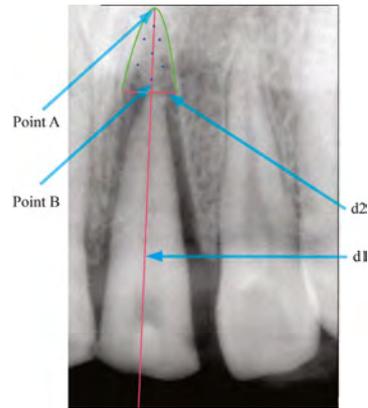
Adobe Photoshop was used to outline the periapical radiolucent area on the radiographic image obtained at T1 (1 wk after the surgical extrusion procedure). Point A at the root apex of the treated tooth was marked, and a horizontal line was drawn (d1), followed by a line perpendicular to d1 at A, termed d2. Subsequently, the contour of the radiolucent area from the most apical point (the root apex before surgery: point B) to d2 was marked, inside which, seven reference points were defined to measure the bone radiopacity
